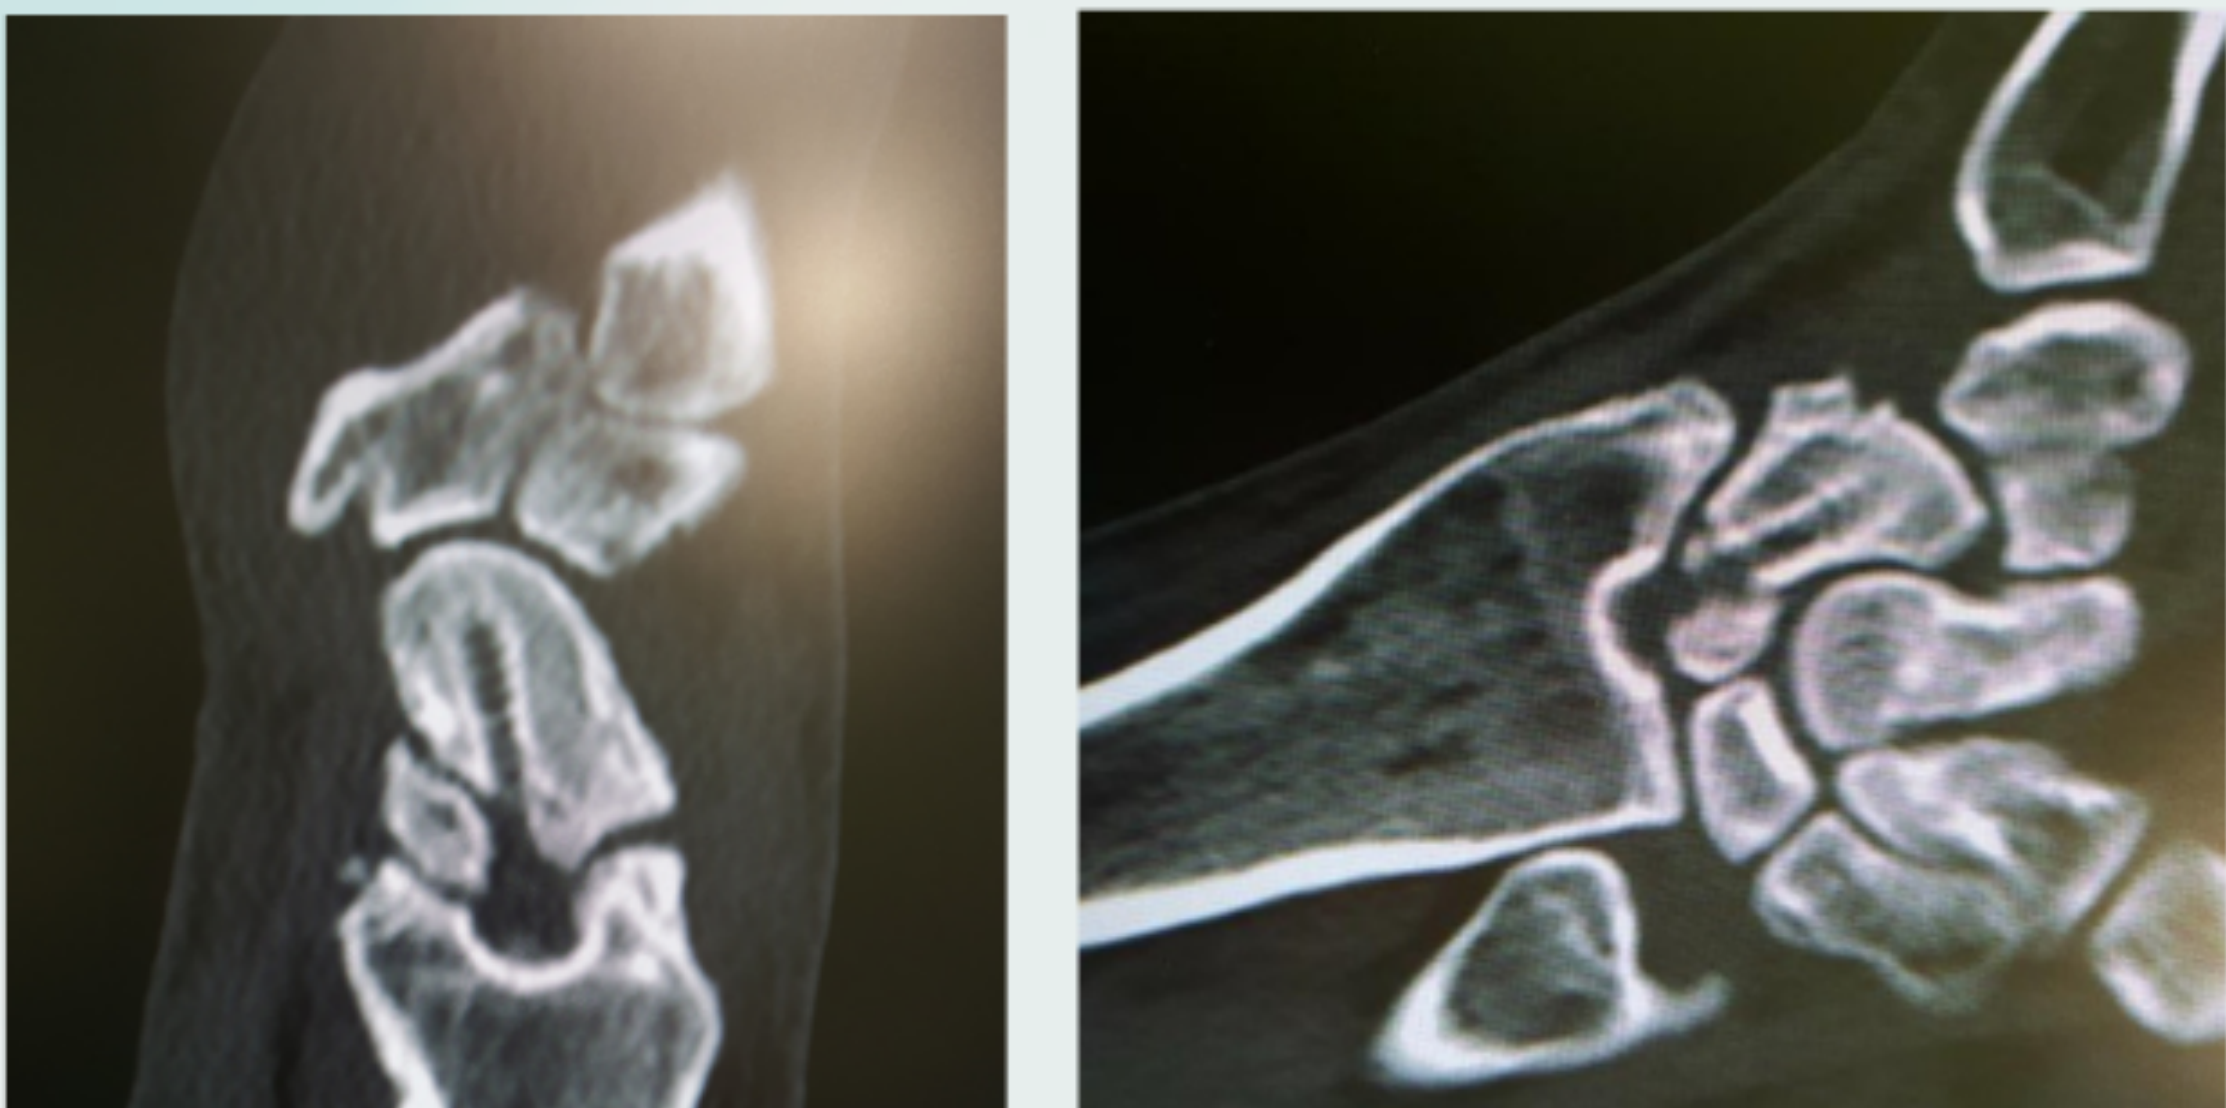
A) CORTE FRONTAL DE TC REALIZADA TRAS EXTRACCIÓN DEL TORNILLO. SE PUEDE APRECIAR EL DEFECTO CORTICAL EN LA FOSA RADIAL PARA EL ESCAFOIDES. B) CORTE SAGITAL DEL TC DONDE SE OBJETIVA ADEMÁS, LA NO CONSOLIDACIÓN DE LA FRACTURA DE ESCAFOIDES Y LA APARICIÓN DE OSTEOFITOS DORSALES EN EL RADIO.
